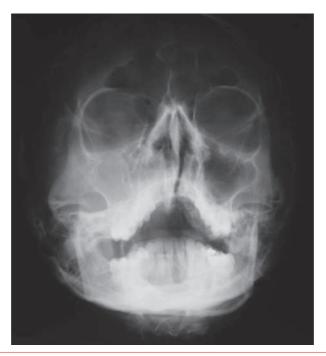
Radiographie des sinus en incidence de Blondeau. Opacité du sinus maxillaire droit en rapport avec une sinusite maxillaire aiguë droite.
